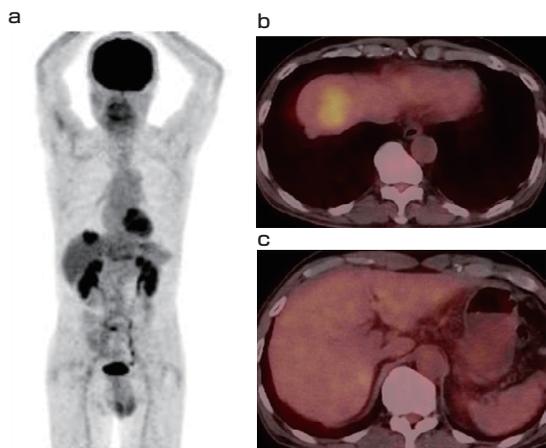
FDG-PET a 全身像 b 頭側腫瘍 c 尾側腫瘍
